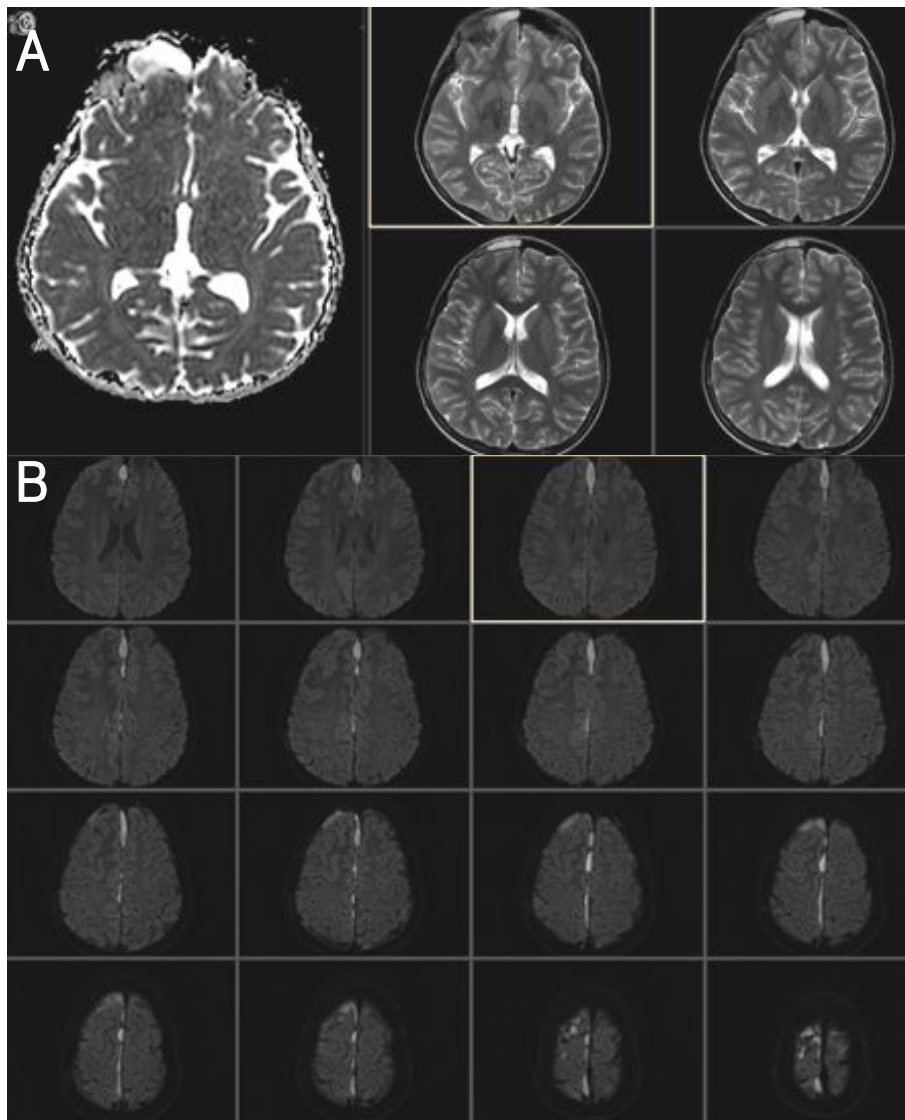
T1 & T2 weighted contrast cerebral MRI showed a thin layer of subdural collection along falx and interhemispheric fissure with restricted diffusion (typical finding of subdural empyema). (A) T2 weighted contrast cerebral MRI showed meningitis extends over right cerebral hemisphere, probably direct extension from sinusitis. (B) T1 weighted contrast cerebral MRI showed multifocal empyemas in right frontal region and along the falx cerebri.
